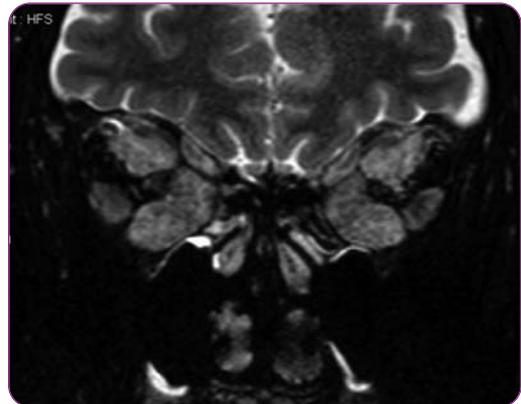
Même patient IRM en coupe coronale T2 avec suppression du signal de la graisse, faisant ressortir l'aspect du muscle en hypersignal
